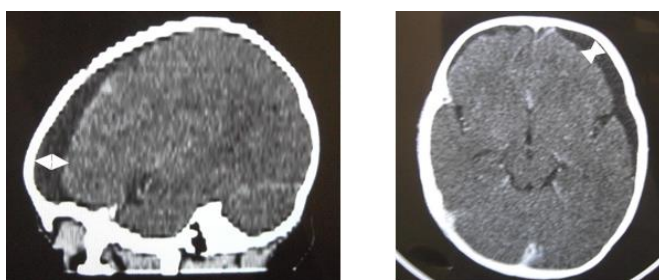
КТ ребенка Ч., 5 мес. Диагноз: Гемофильный менингит
